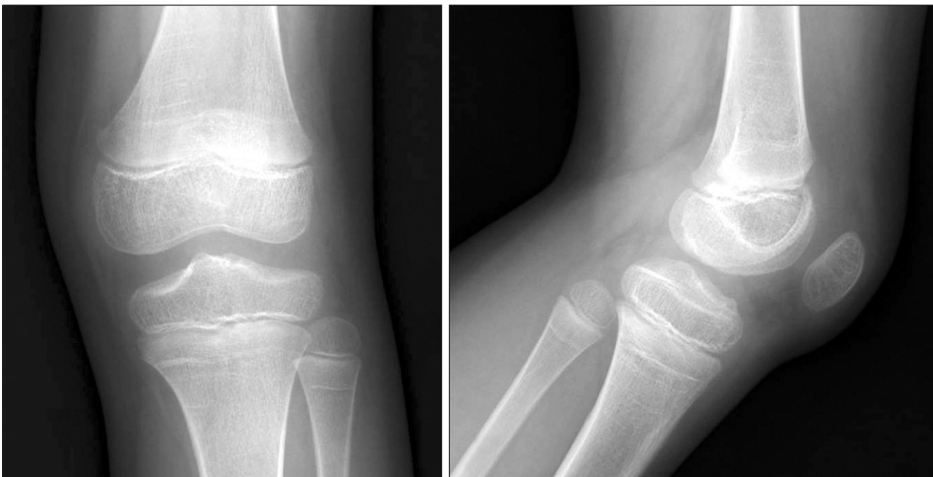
Post-operative radiographs show complete bony union of the anterior cruciate ligament avulsion fracture at 20 weeks after operation.
